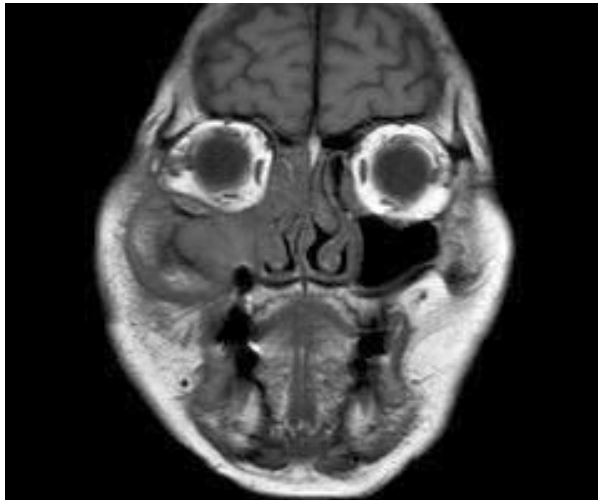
Preoperative T2W MRI image. It shows inflammatory lesion in the right maxillary sinus with bone and soft tissue involvement.
